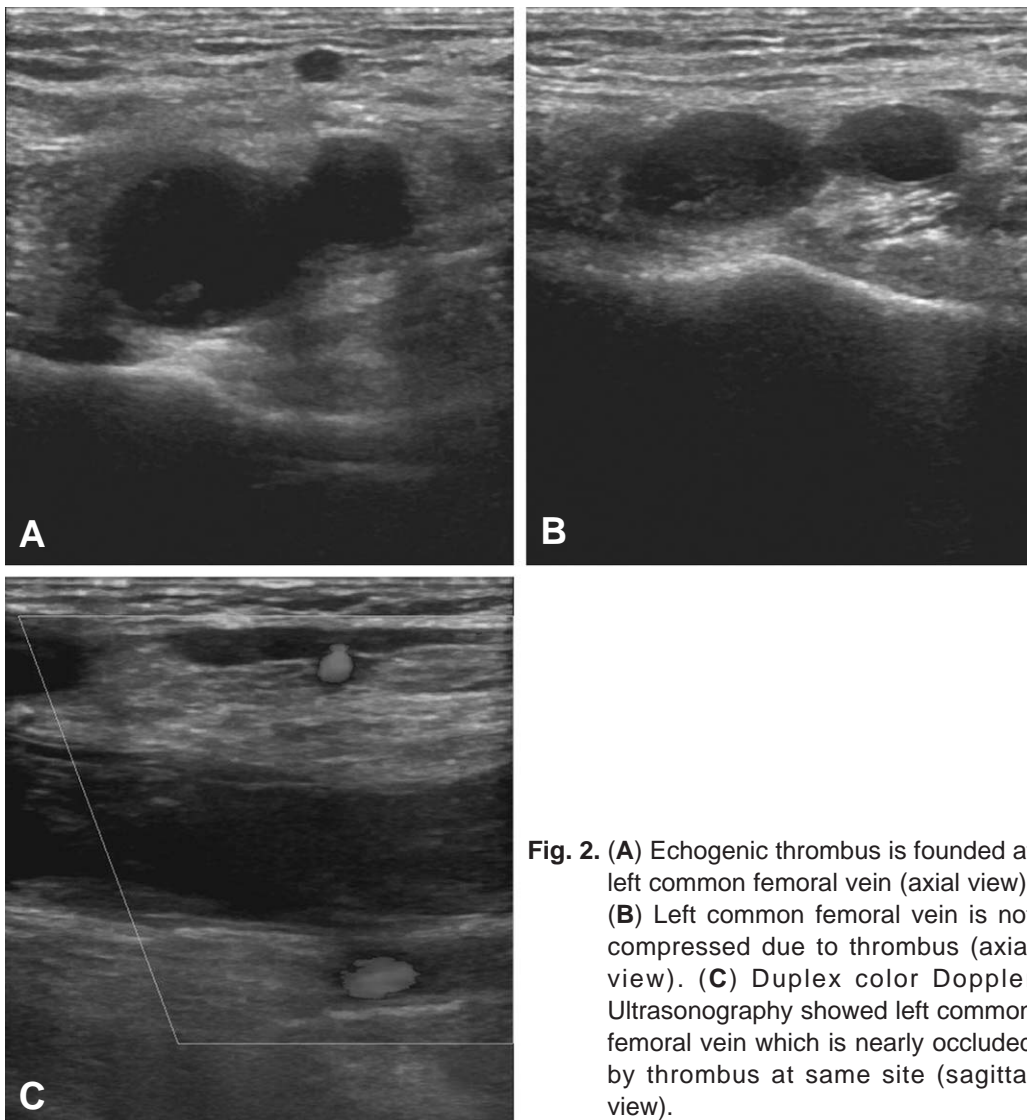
(A) Echogenic thrombus is founded at left common femoral vein (axial view). (B) Left common femoral vein is not compressed due to thrombus (axial view). (C) Duplex color Doppler Ultrasonography showed left common femoral vein which is nearly occluded by thrombus at same site (sagittal view).
